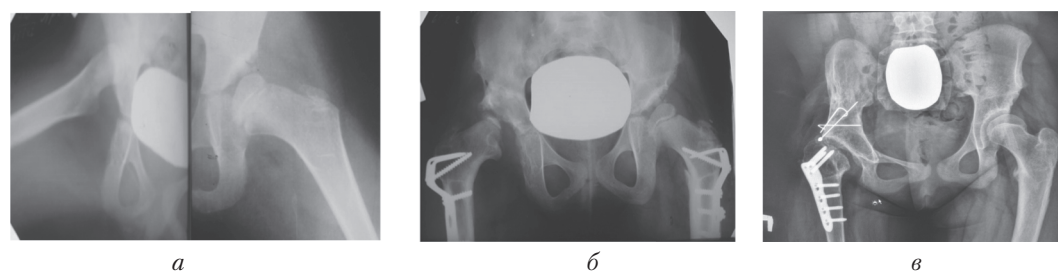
Рентгенограми кульшових суглобів і таза дівчинки П. 6 років. Двостороння дисплазія КС, вивих правого, підвивих лівого стегна, AI D = 62°, S = 40°; доопераційна рентгенограма (а). Через 1 рік 4 міс після операції справа (остеотомія таза, МОСК) і через 1 рік – зліва (МОСК). Зберігається підвивих правого стегна, визначаються ознаки АНГСК (б). Через 7 років (хворій 14 років) – стан після повторного хірургічного втручання справа, децентрація стегна назовні, ГСК зменшена у висоті (в)
